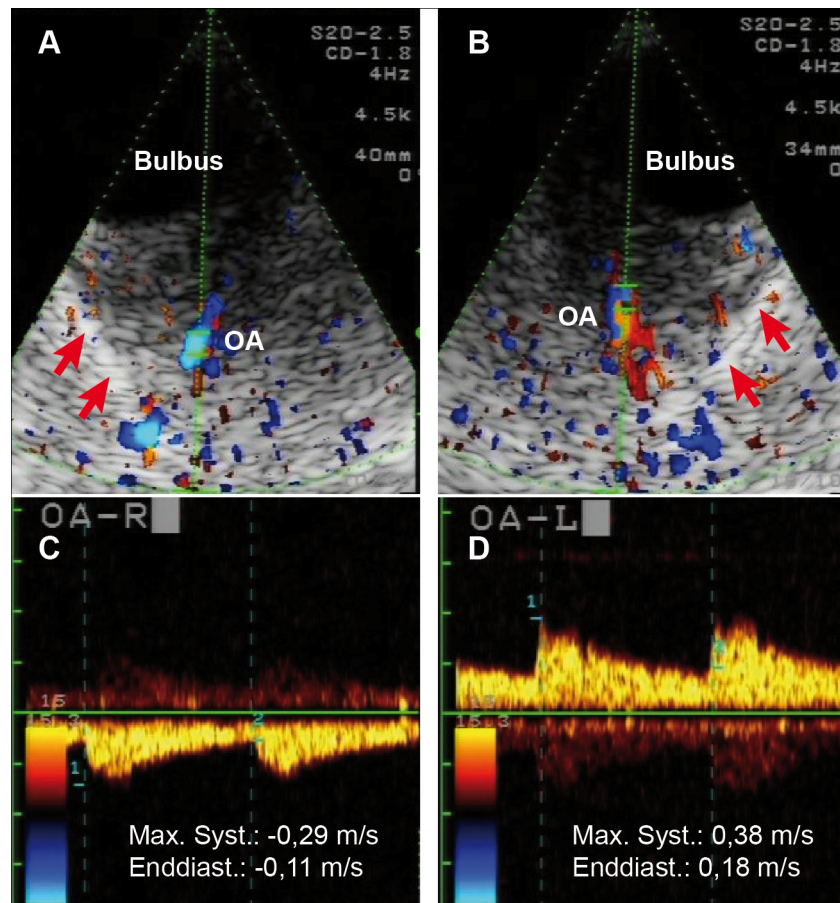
Sonographische transorbitale Messung der A. ophthalmica (OA) bei einem Patienten mit rechtsseitigem ACI-Verschluss und ipsilateral aktivierter OA. A zeigt das Ultraschallbild des rechten, B des linken Retrobulbärraums. Gut zu erkennen sind die knöchernen Orbitatrichter (echoreiche Struktur, markiert mit roten Pfeilen), in deren Mitte die OA als kaliberstärkstes Gefäß zu finden ist. Das blaue Farbsignal der OA in A zeigt den Blutfluss „von der Sonde weg“, in diesem Fall den retrograden Blutfluss der OA dessen negatives Flusssignal in C zu sehen ist. Das rote Farbsignal der OA in B und das entsprechende Flussignal in D zeigen einen orthograden Blutfluss „auf die Sonde zu“. Neben der veränderten Flussrichtung und der verminderten Flussgeschwindigkeit fällt ein reduzierter systolischer Anstieg in C auf. Dies ist als poststenotisches Zeichen zu werten, welches durch den Gefäßkaliber des Kollateralweges über die ACE entsteht, der in Bezug zum benötigten Mehrfluss zu klein („stenotisch“) ist. Die Befunde der ACR-Blutflüsse des gleichen Patienten, siehe Abb. 12.
